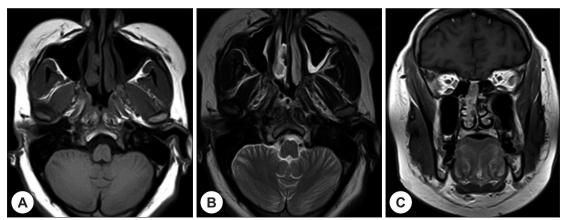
Magnetic resonance imaging shows similar findings with computed tomography scans. Axial T1-weighted images show low signal intensity (A), T2-weighted image demonstrates high signal intensity in the right nasal cavity (B) and Gadolinium-enhanced coronal T1-weighted images show heterogeneously enhancing mass in the right nasal cavity (C).
